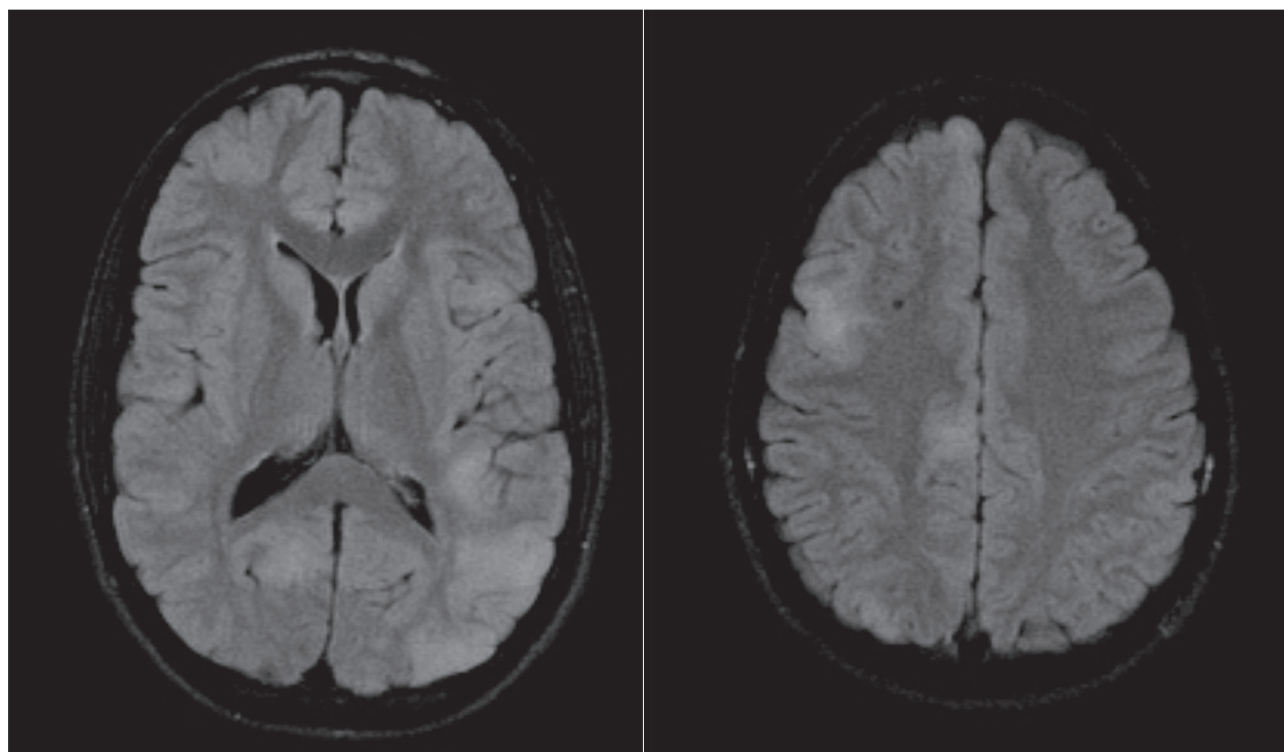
RM de cerebro corte axial con secuencia FLAIR. Se visualizan imágenes hiperintensas en zona occipital izquierda (a) y temporoparietal derecha (b). Dichos hallazgos son compatibles con tubers.
